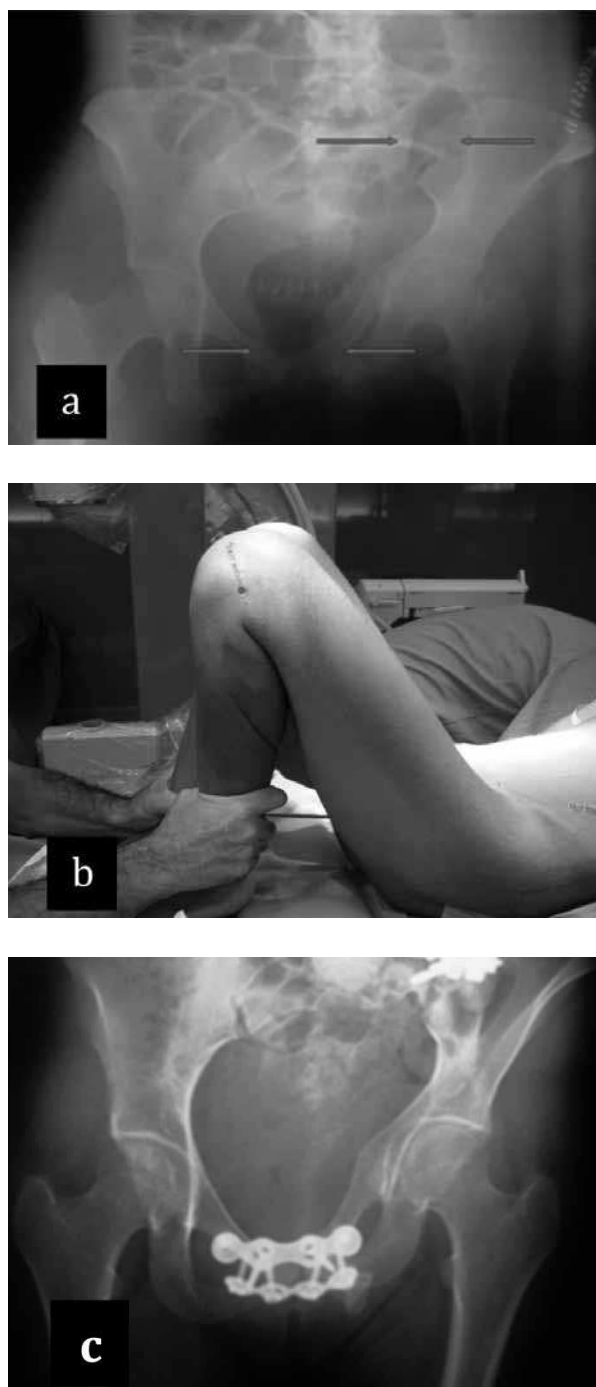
(a): Radiografía anteroposterior de pelvis tras primer tiempo de cirugía. Desarticulación sínfisisaria y cruentación con apertura de foco de pseudoartrosis sacra. (b): Comprobación de corrección de disimetría intraoperatoriamente. (c): Radiografía AP pelvis a los 6 meses de la intervención. Corrección de asimetría del anillo con descenso hemipélvico izquierdo.
